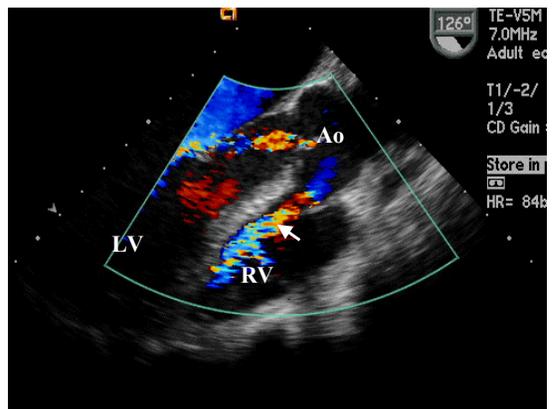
Transesophageal echocardiographic findings in a patient with sinus of Valsalva aneurysm and rupture to right ventricle. Arrow indicates shunt flow from Valsalva sinus to RV. RV, Right Ventricle; LV, Left Ventricle; Ao, Aorta
